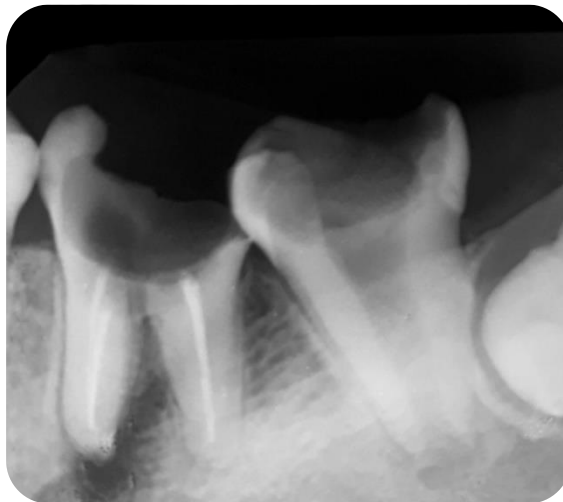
Radiografía preoperatoria elemento 37.
